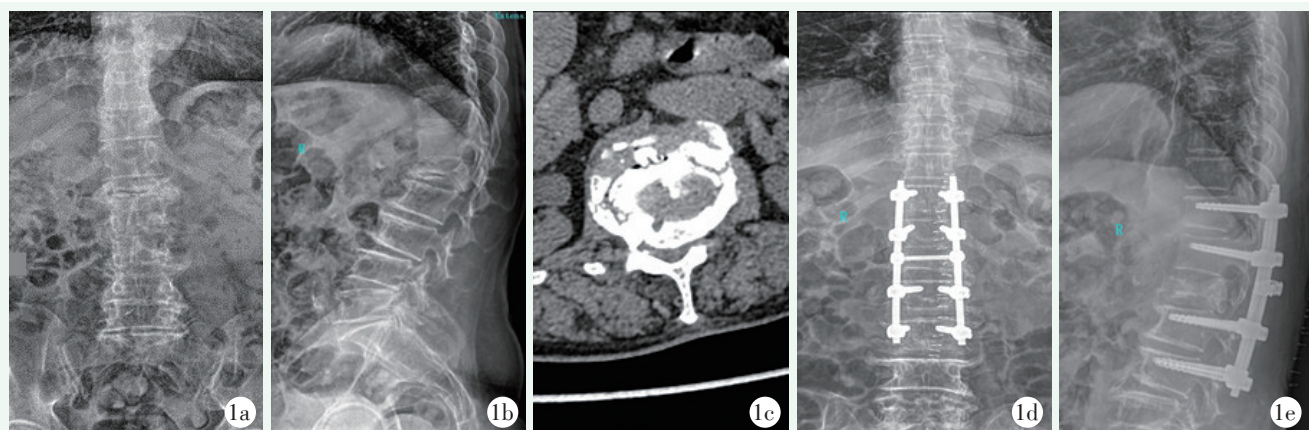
患者女性，67 岁。1a, 1b: 术前 X 线片示 L₁ 严重压缩骨折，椎体裂隙症，局部后凸畸形；1c: 术前 CT 示骨折块突出椎管，椎管狭窄；1d, 1e: PCO 长节段椎弓钉固定术后 X 线片示矢状位畸形矫正满意，内固定物位置良好。
